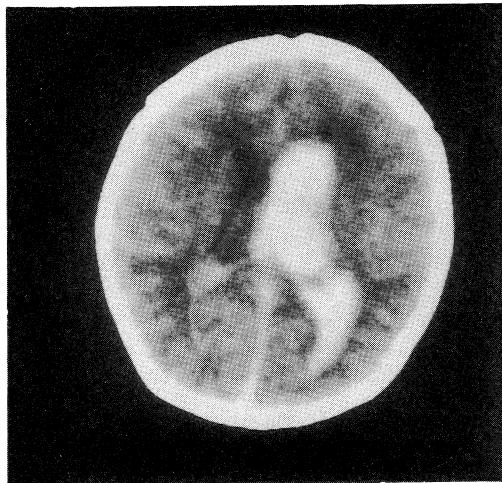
Cranial CT scan of case 2 on admission shows intraventricular hemorrhage in the left lateral ventricle with ventricular dilatation.
